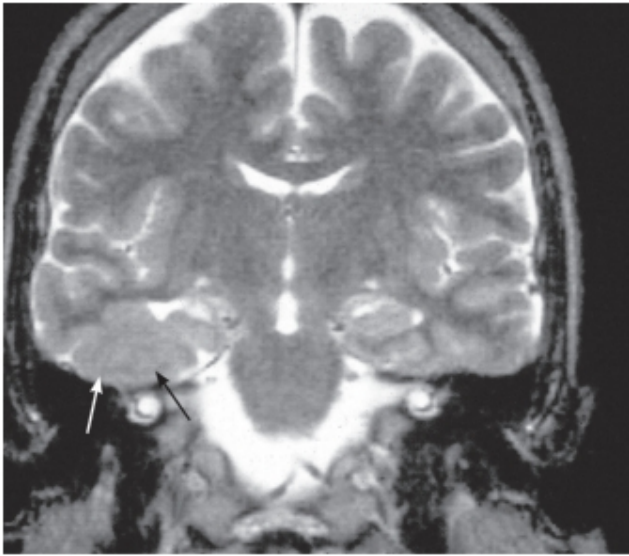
RM en la epilepsia focal. Displasia cortical de las circunvoluciones basales temporales en un paciente con crisis focales complejas del lóbulo temporal.
